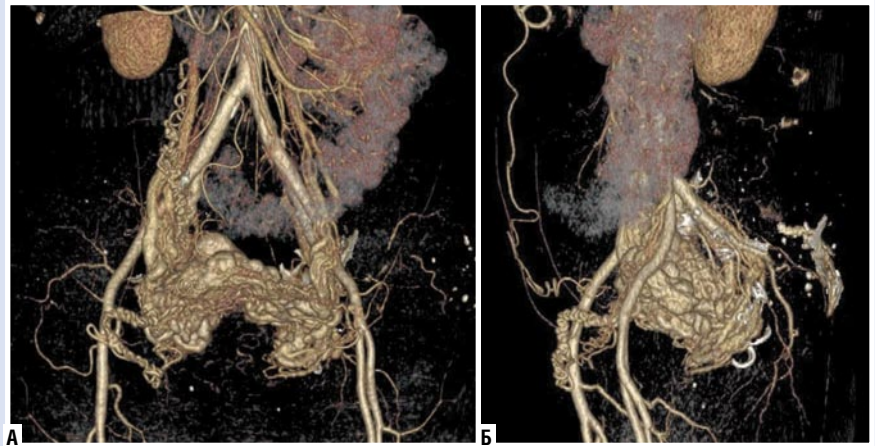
МСКТ сосудов малого таза, артериальная фаза, фронтально (а) и сагиттально (б).
